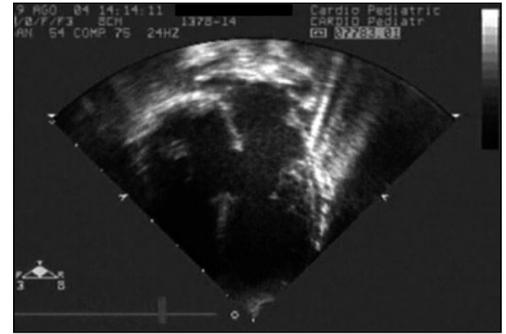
Ecocardiografía bidimensional, en posición de 4 cámaras, donde se observa el canal atrioventricular completo. Defecto septal atrioventricular.
